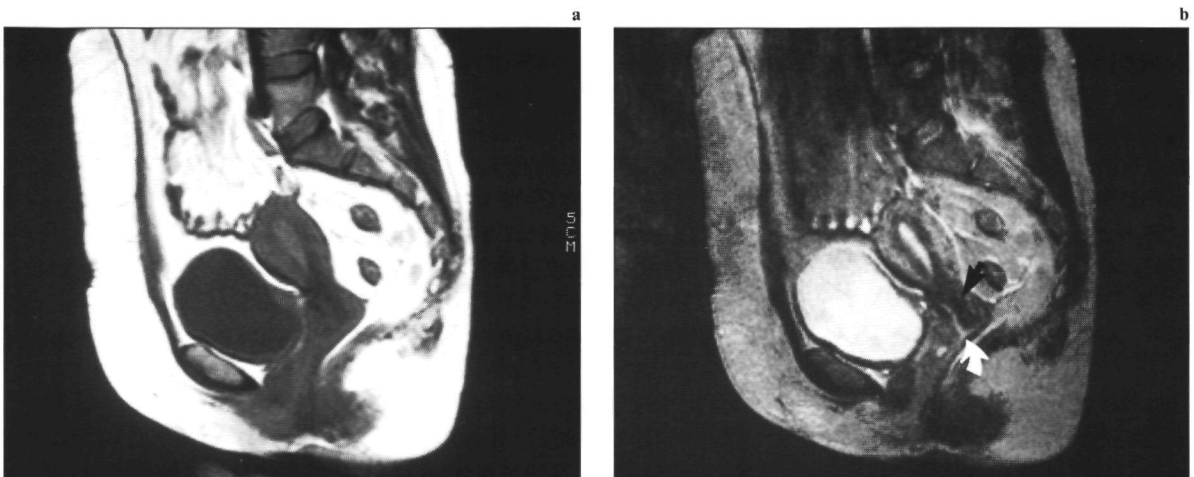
Sagittale MRI-opnamen. (a) Op de T₁-dominante opname (1,5 T; SE/800/30/2) is er een goede afgrenzing van uterus en blaaskoepel door het ertussen liggende dunne laagje vet. (b) Op de T₂-dominante opname (1,5 T; SE/2000/100/2) zijn de diverse zones van de uteruswand te onderscheiden. Tevens is het signaalarme cervicale fibreuze stroma (pijl) met het centraal erin gelegen signaalrijke cervicale slijm (gebogen pijl) te herkennen.
